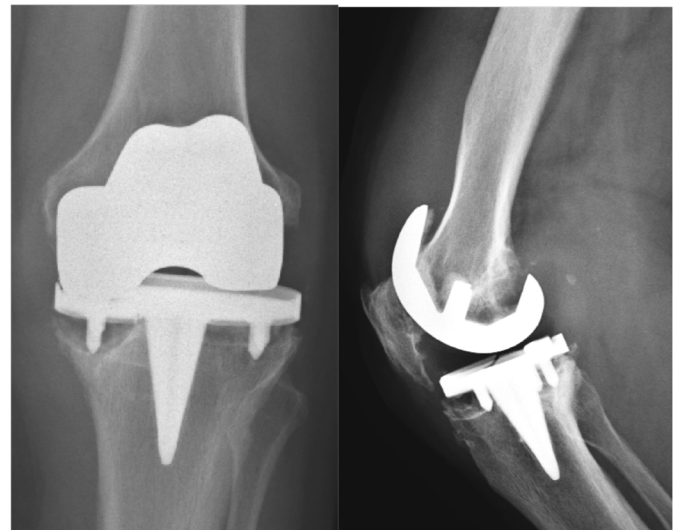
Caso 1: Radiografia a demonstrar osteólise peri-protética femoral e tibial, fratura do insert de polietileno (setas).
